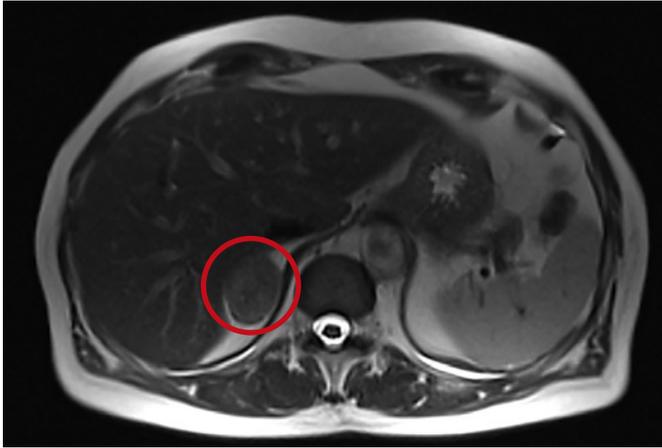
Conn-Syndrom: Aldosteron-produzierendes Nebennieren-Adenom rechts, max. Durchmesser 3,6 cm, MRT, T2-Gewichtung
